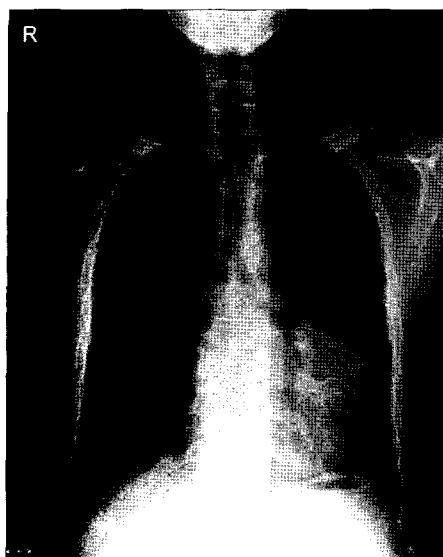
Chest roentgenogram showed a significant prominence of the left cardiac border.
